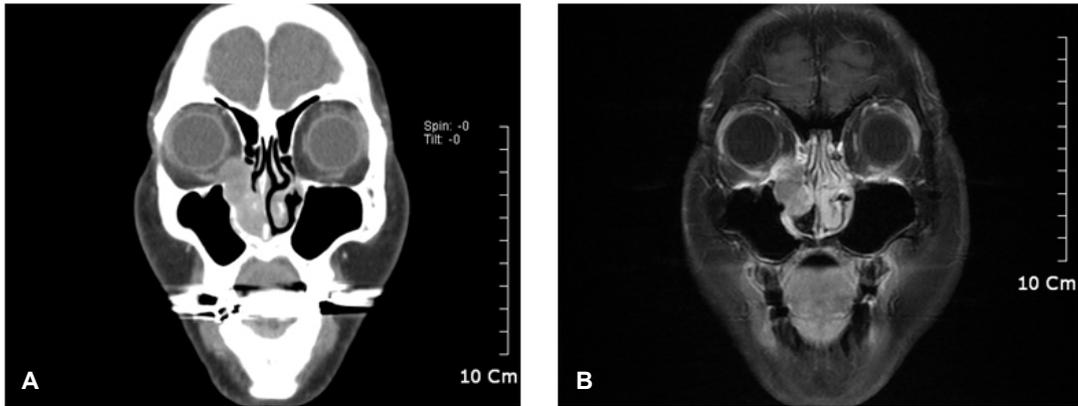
Computed tomography (A) and magnetic resonance imaging (B) delineated an enhancing soft tissue mass, originating in the area of the right nasolacrimal duct, with extension to the orbit and nasal fossa.
